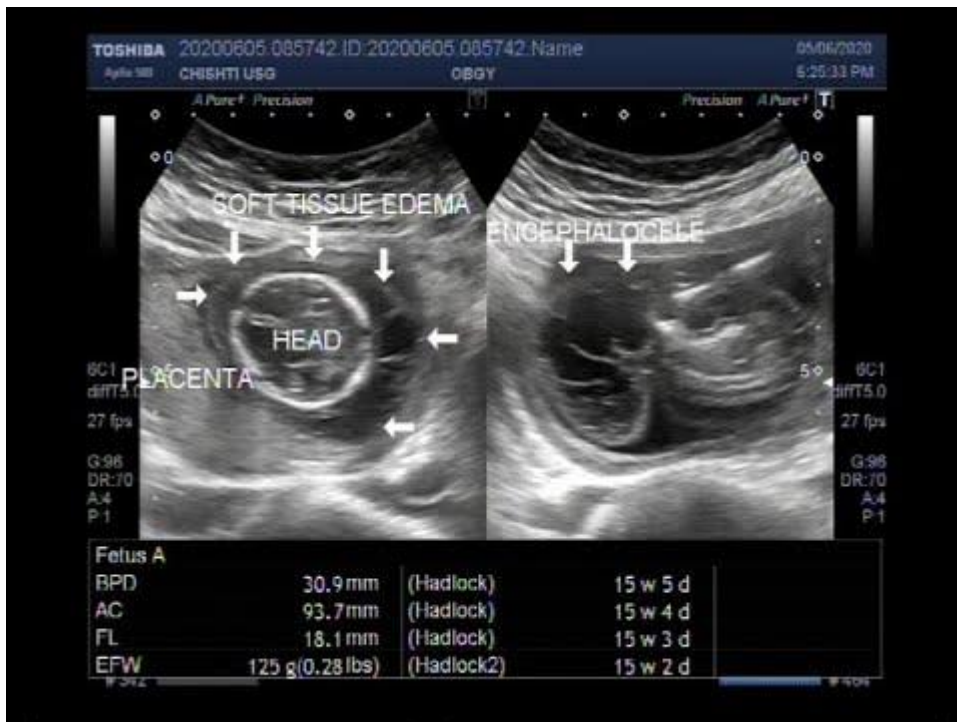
Image échographique anténatal d'une encéphalocèle [23]
